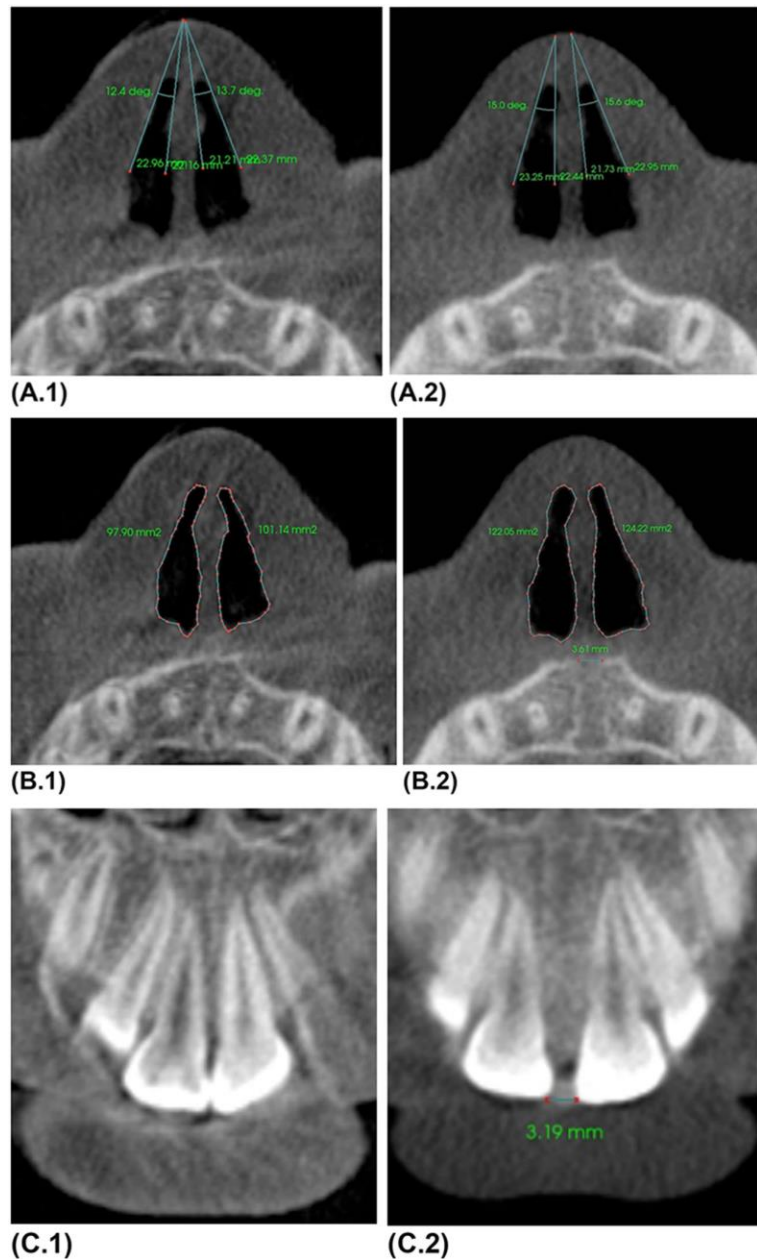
CT scan images before and after expansion. (A.1) Internal nasal valve angles pre-RPE. (A.2) Internal nasal valve angles post-RPE. (B.1) Cross-sectional area of nasal contours pre-RPE. Midpalatal suture is closed and not identified. (B.2) Cross-sectional area of nasal contours post-RPE. Intermaxillary suture is now open and measurement is identified. (C.1) Diastema is not present prior to RPE and measurement is not identified. (C.2) Diastema measurement post-RPE
